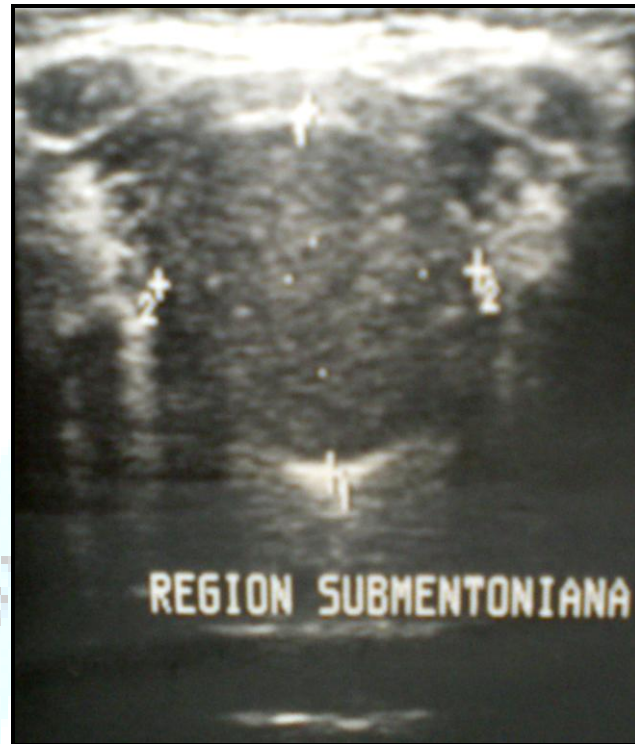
Ultrasonido de la región submentoniana, indicando lesión de bordes definidos con un diámetro de 38 mm x 35 mm x 33 mm de diámetro.
